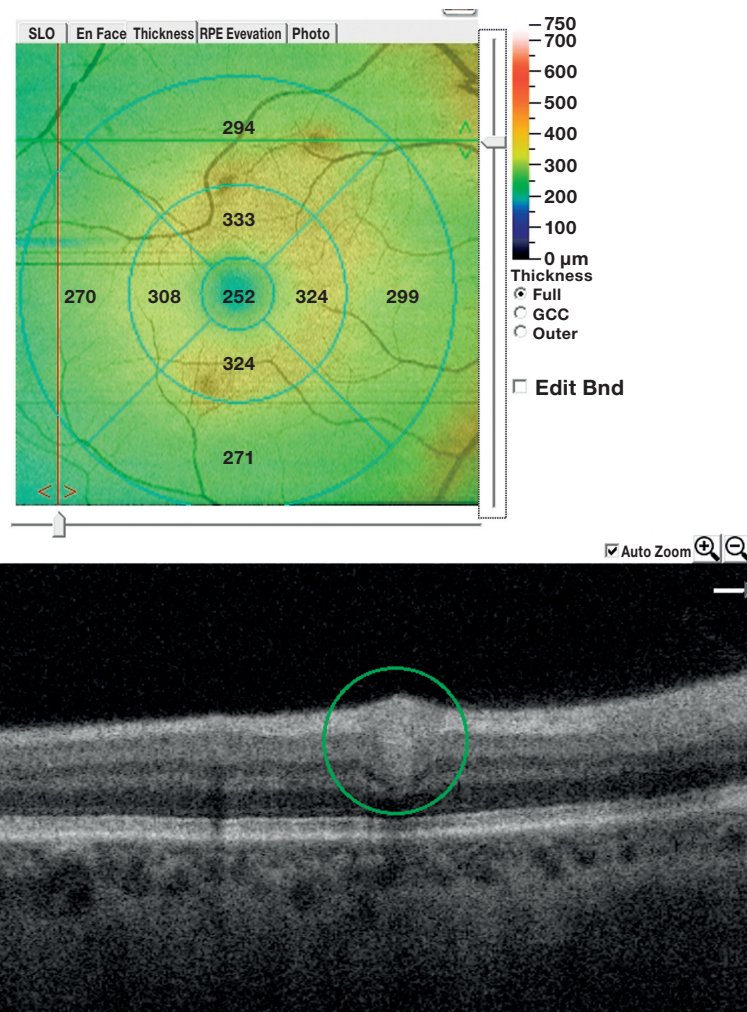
Оптическая когерентная томография сетчатки, скан проведён через «ватный» экссудат (прибор Solix Optovue, США, протокол Macula Cube): сверху — карта толщины, снизу — поперечный скан. Визуализируется участок гиперрефлективности на уровне слоя нервных волокон сетчатки (зелёный овал).
